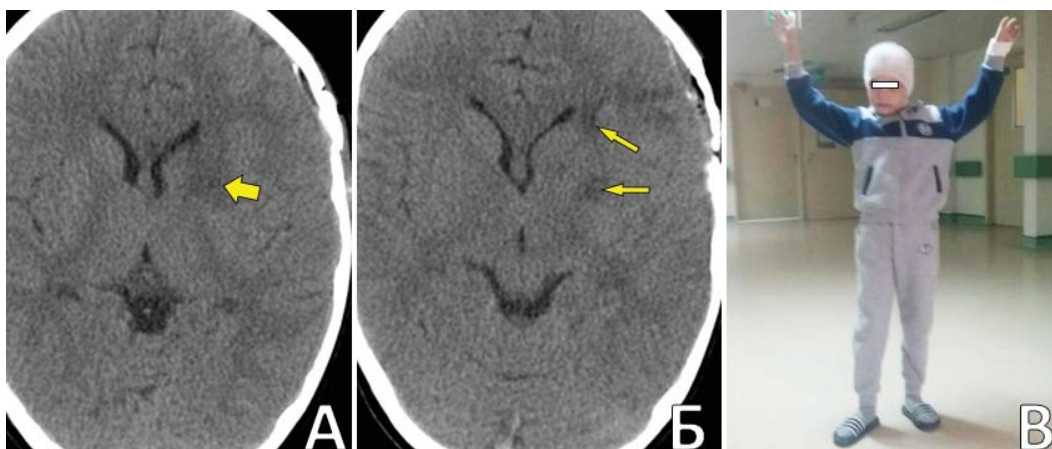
Послеоперационное обследование пациента П., 6 л. А, Б. КТ: ишемические очаги в бассейне ЛСА слева указаны желтыми стрелками; В. вид пациента на 14 сутки после операции
